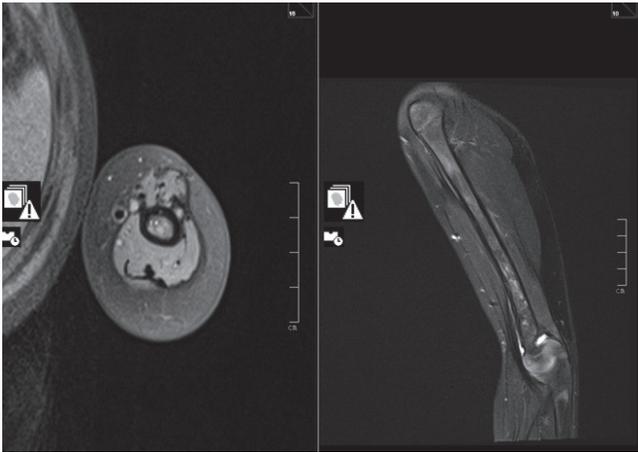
МРТ-признаков рецидива заболевания не выявлено
